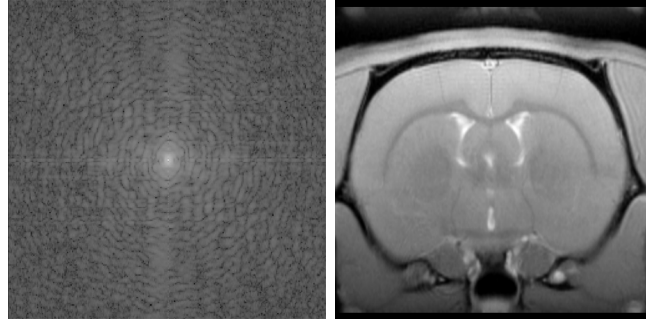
Aus der gemessenen Signalverteilung im k -Raum (links) wird durch die inverse Fourier-Transformation die berechnete MRT-Aufnahme im Bildraum (rechts) erzeugt. Im Zentrum des k -Raums befindet sich das Maximum der Signalverteilung um die Resonanzfrequenz.
